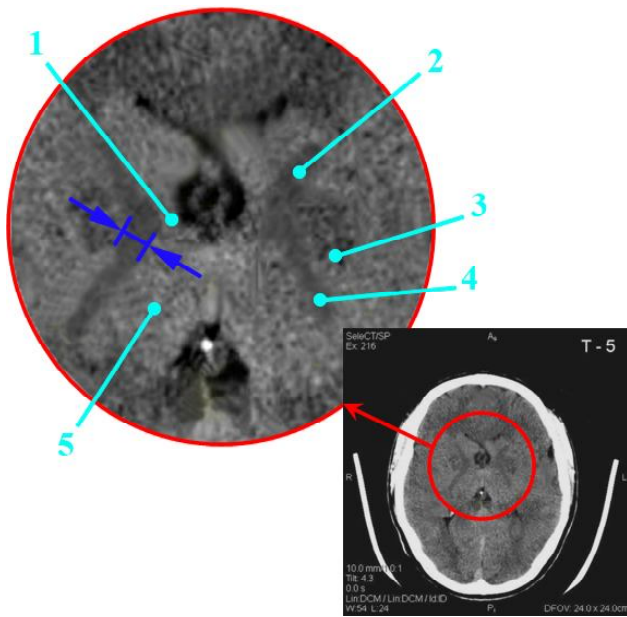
Томограма в тканинному режимі на рівні T5. Морфометрія поперечного розміру задньої ніжки внутрішньої капсули справа й зліва.
